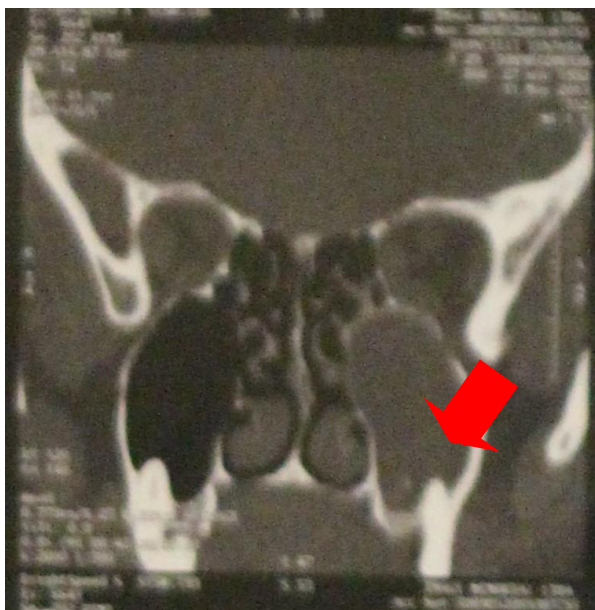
Tomografia Computadorizada que mostra seio maxilar esquerdo hipodenso.
